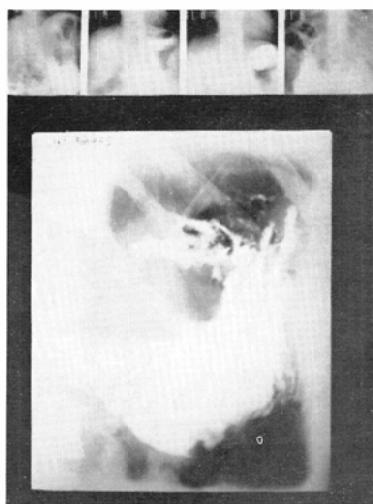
Case 6. deformity of angulus and Antrum. (over. miniature, under. routine X-ray) ulcer
